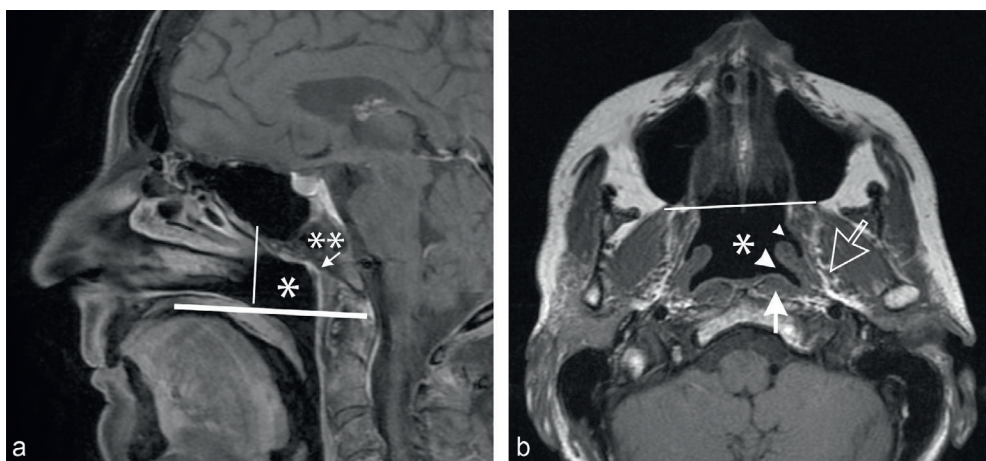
Anatomie du cavum. (a) Coupe sagittale IRM en pondération T1 avec injection de chélate de gadolinium et effacement du signal de la graisse. (b) Coupe axiale IRM en pondération T1. Nasopharynx (*), relief de la trompe auditive (tête de flèche fine), relief du récessus pharyngien (tête de flèche épaisse), clivus (*) correspondant à la partie postérieure du sphénoïde et à la partie basilaire de l'os occipital, qui comporte le tubercule pharyngien (flèche fine). Muscles longs du cou (flèche épaisse). Espace parapharyngé (flèche évidée). Limite antérieure du nasopharynx (choanes, ligne fine), limite inférieure avec l'oropharynx (ligne épaisse).
